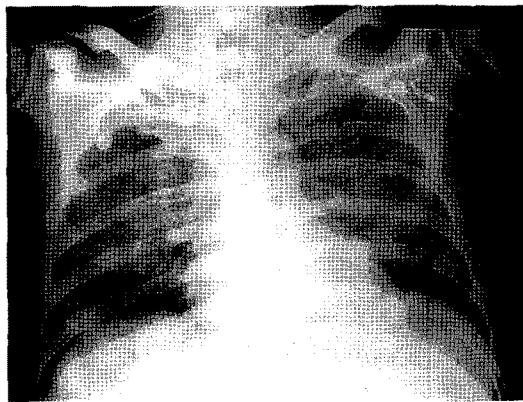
Chest radiograph on the admission day shows diffuse reticular linear opacities in both lung fields without cardiomegaly. More prominent reticular densities in RML fields are seen.
